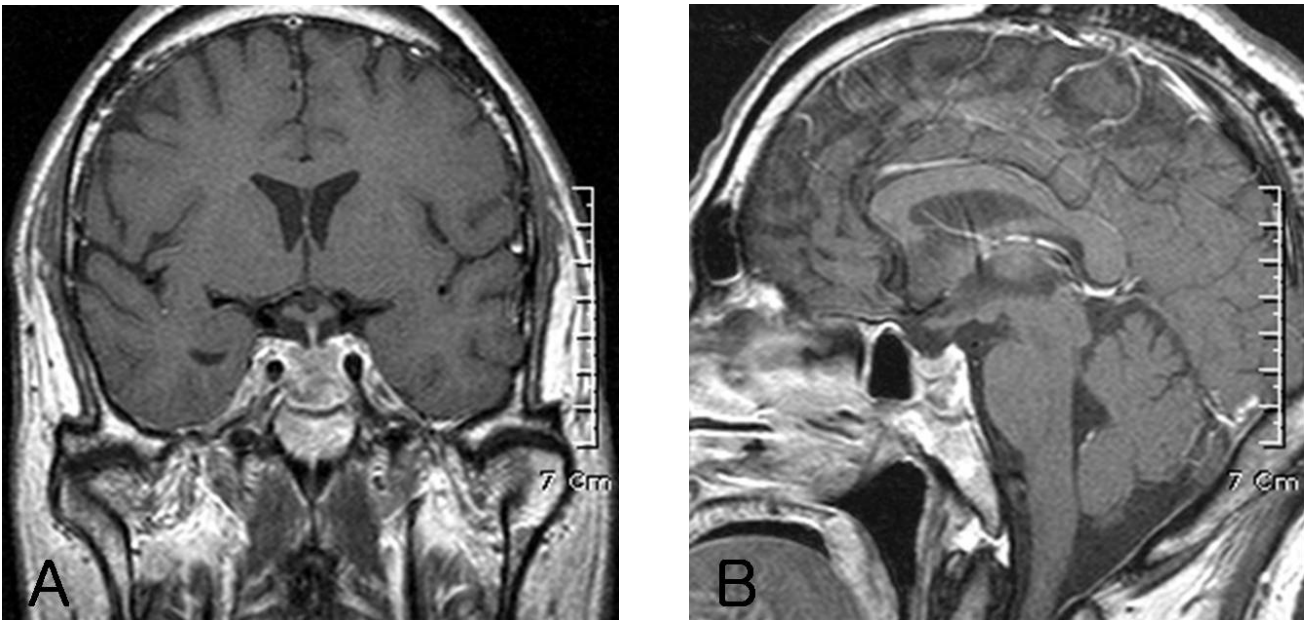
Follow-up coronal (A) and sagittal (B) MRI following intravenous gadolinium infusion revealed non-visualization of the preexisting tumor mass in the pituitary fossa, cavernous sinus, parasellar area, and pineal gland.
